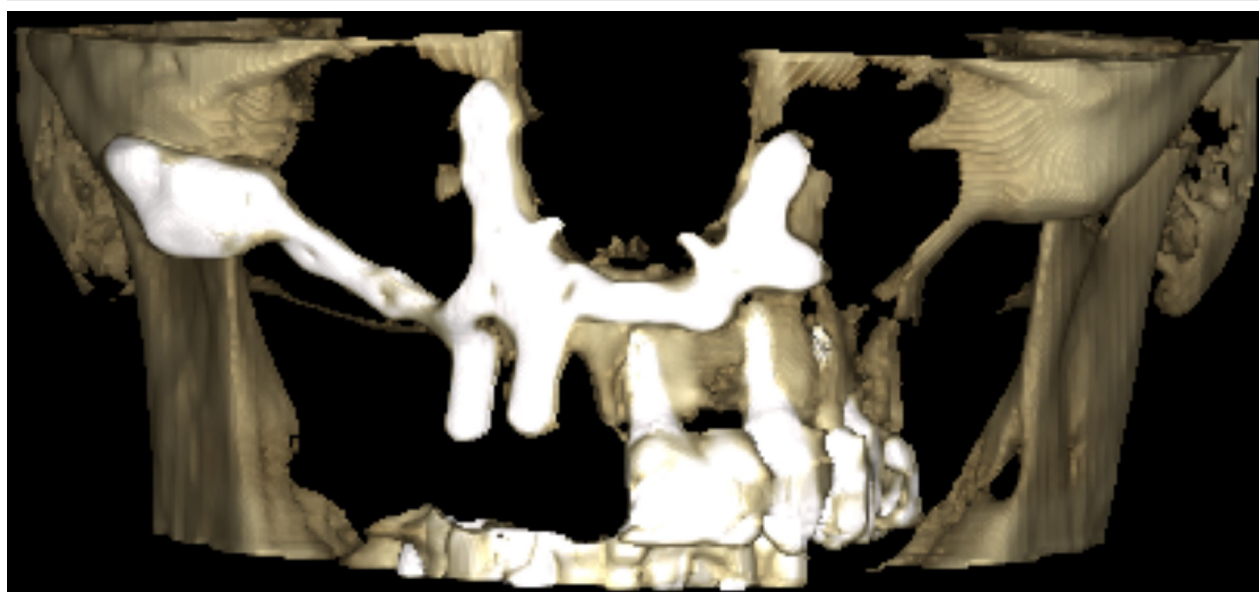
CBCT-scanning viste tilfredsstillende placering og fiksering af det patientspecifikke implantat.
